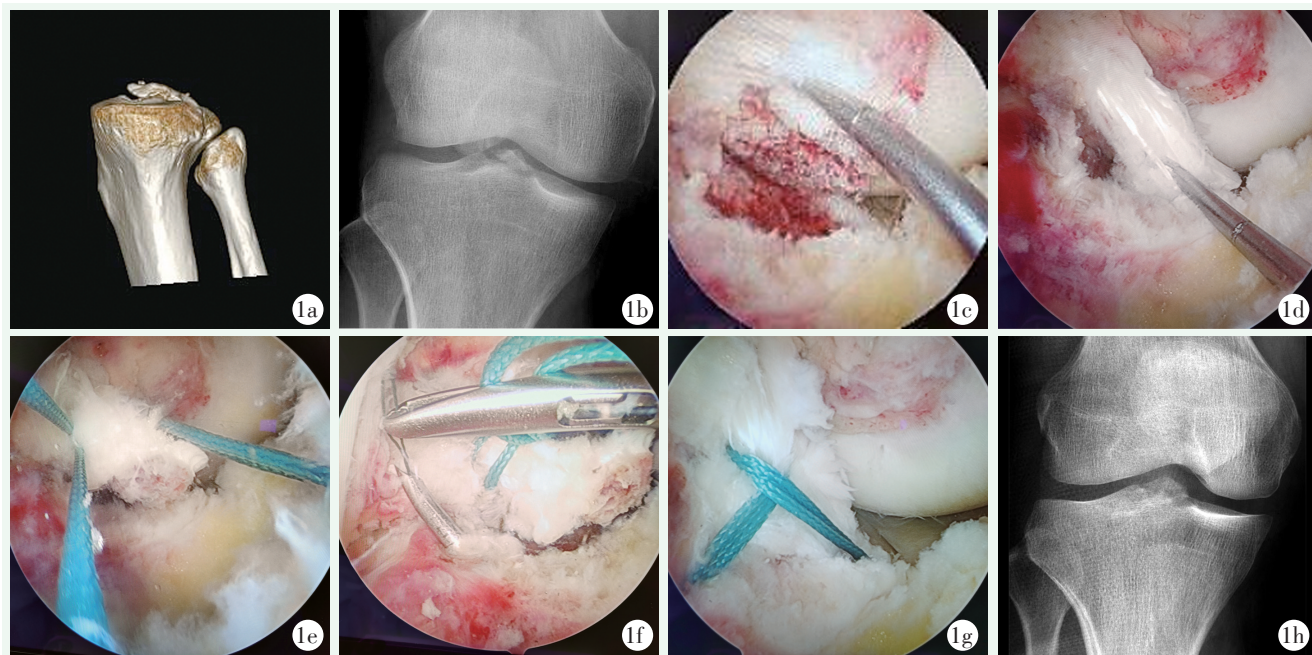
患者男性, 32 岁。1a, 1b: 术前 CT、X 线片示胫骨髁间嵴骨折; 1c: 镜下见骨折移位明显, 后侧骨性合页未开; 1d: 探针下压前侧骨块将骨折复位; 1e: 1 根缝线套索绕过骨折断端基底后侧骨性合页后方, 但不穿过 ACL 肌腱实体部; 另 1 根缝线穿过 ACL 肌腱实体部; 1f: 腰穿针通过胫骨隧道分别拉出不可吸收线; 1g: 形成改良双“8”字固定; 1h: 术后 2 周 X 线片示骨折复位良好。
